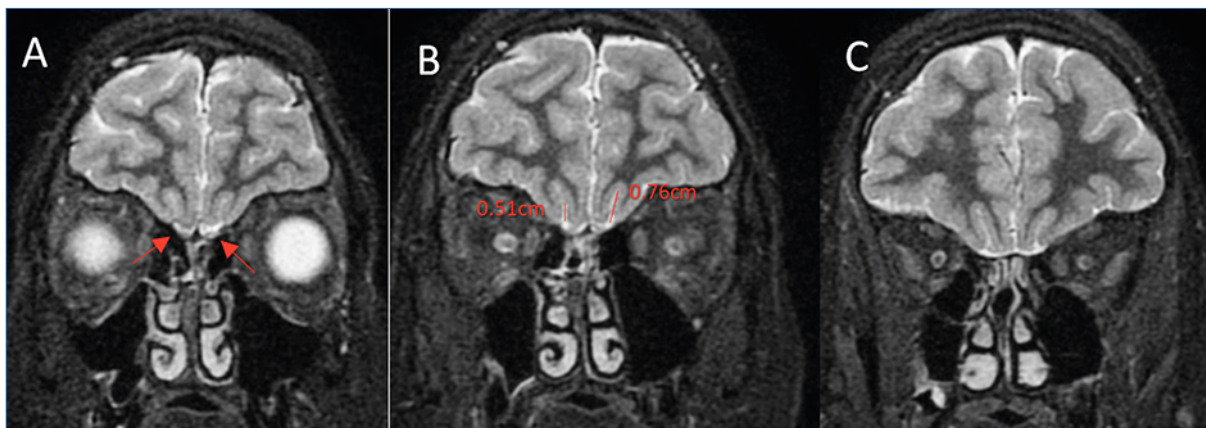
Ausencia/atrofia de bulbos y cintillas olfatorias. Resonancia magnética, cortes coronales potenciados en T₂. a) Bulbos olfatorios atróficos. b) Surcos olfatorios patológicos < 8 mm. c) Ausencia de cintillas olfatorias.
